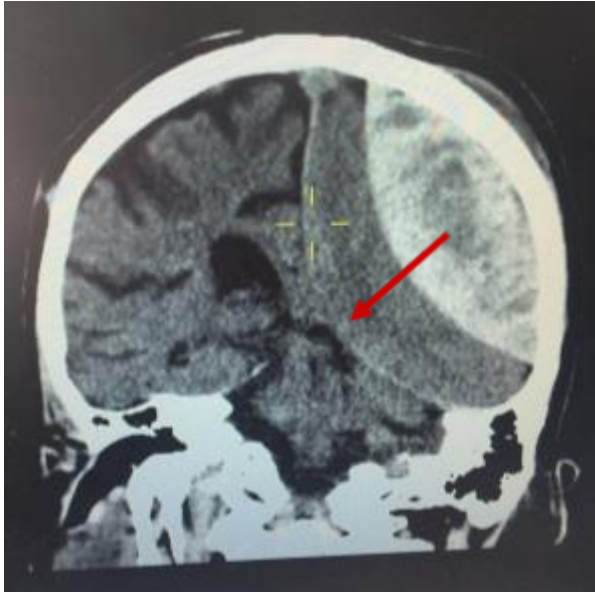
Entstehung einer Anisokorie, roter Pfeil zeigt Einklemmungsort des N. III am Tentoriumschlitz bei EDH. (Quelle: eigener CT-Scan)
